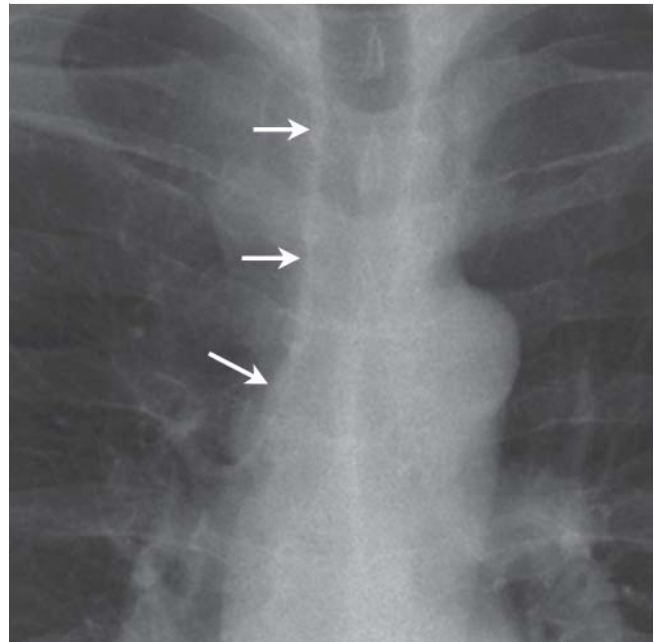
Ausschnittvergrößerung eines Röntgenbildes mit Paratrachealstreifen: weichteildichter, senkrecht neben dem rechten Rand der Trachea verlaufender Streifen von maximal 4 mm Breite (Pfeile).
